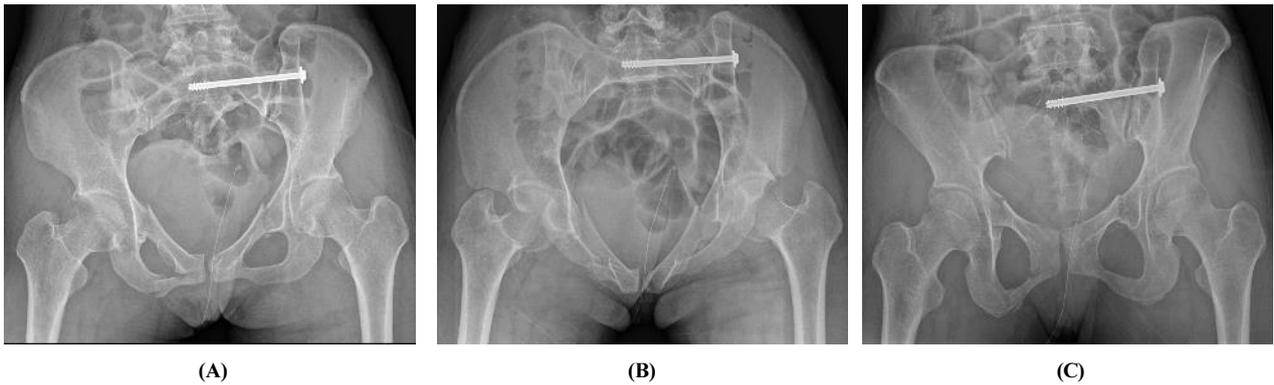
Pelvis x-ray images of patient. See bilateral superior & inferior pubic rami fracture & combined right pubis body fracture. Pelvis AP view(A), Inlet view of pelvis(B), Outlet view of pelvis(C) on March 18, 2021.
